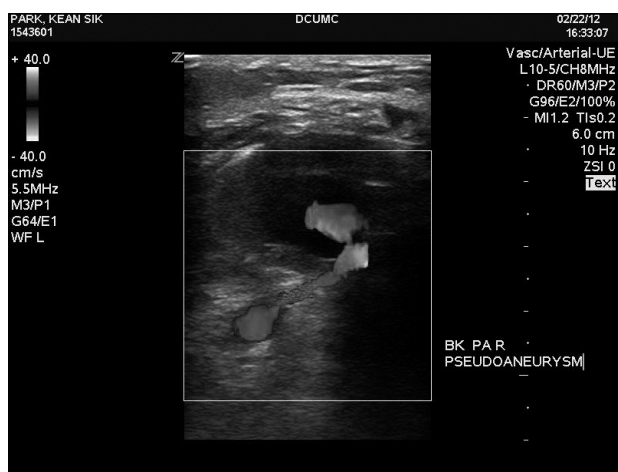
The popliteal artery pseudoaneurysm confirmed at ultrasonography.
